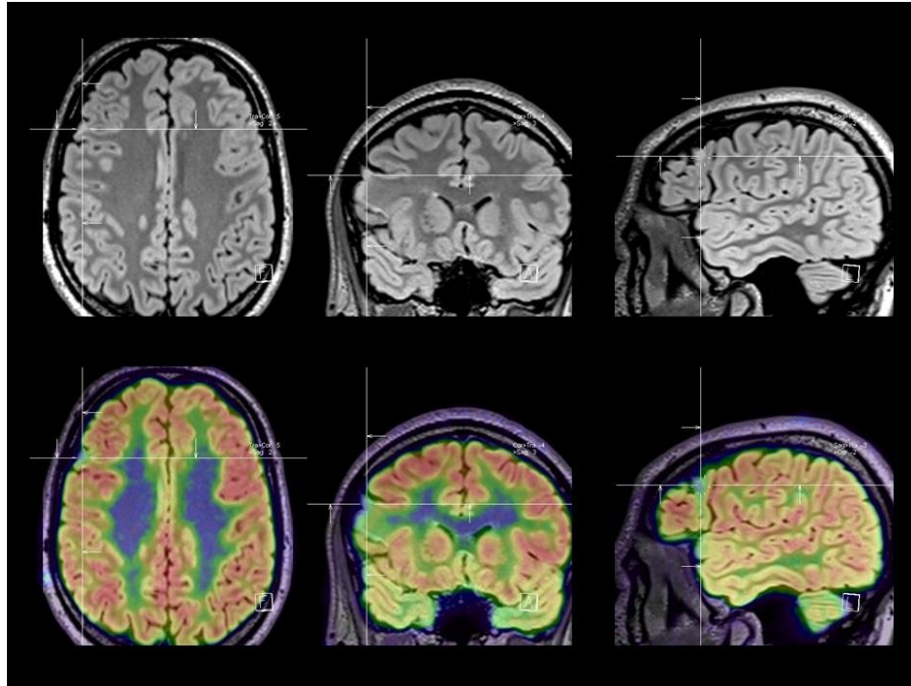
Images de fusion MRI et PET au FDG d'une dysplasie corticale focale hypométabolique (indiquée par la cible).
